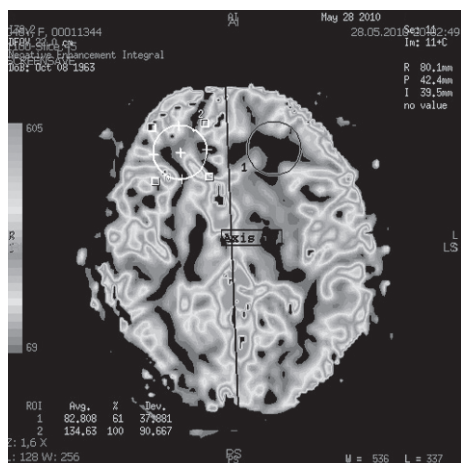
Карта МР-перфузии.
